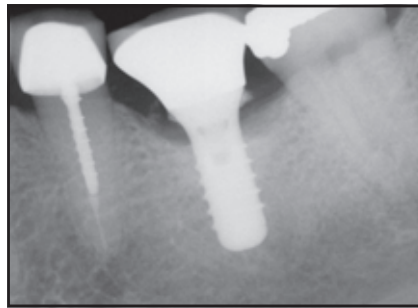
Die Röntgenaufnahme zeigt einen Knochenverlust von 4 mm und Hinweise auf subgingival retinierten Zement.
